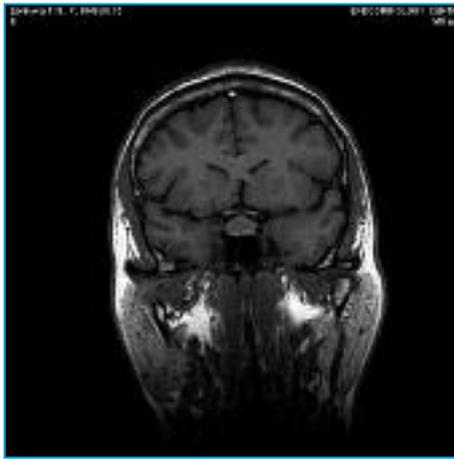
МРТ больной Л. до лечения Соматулином
